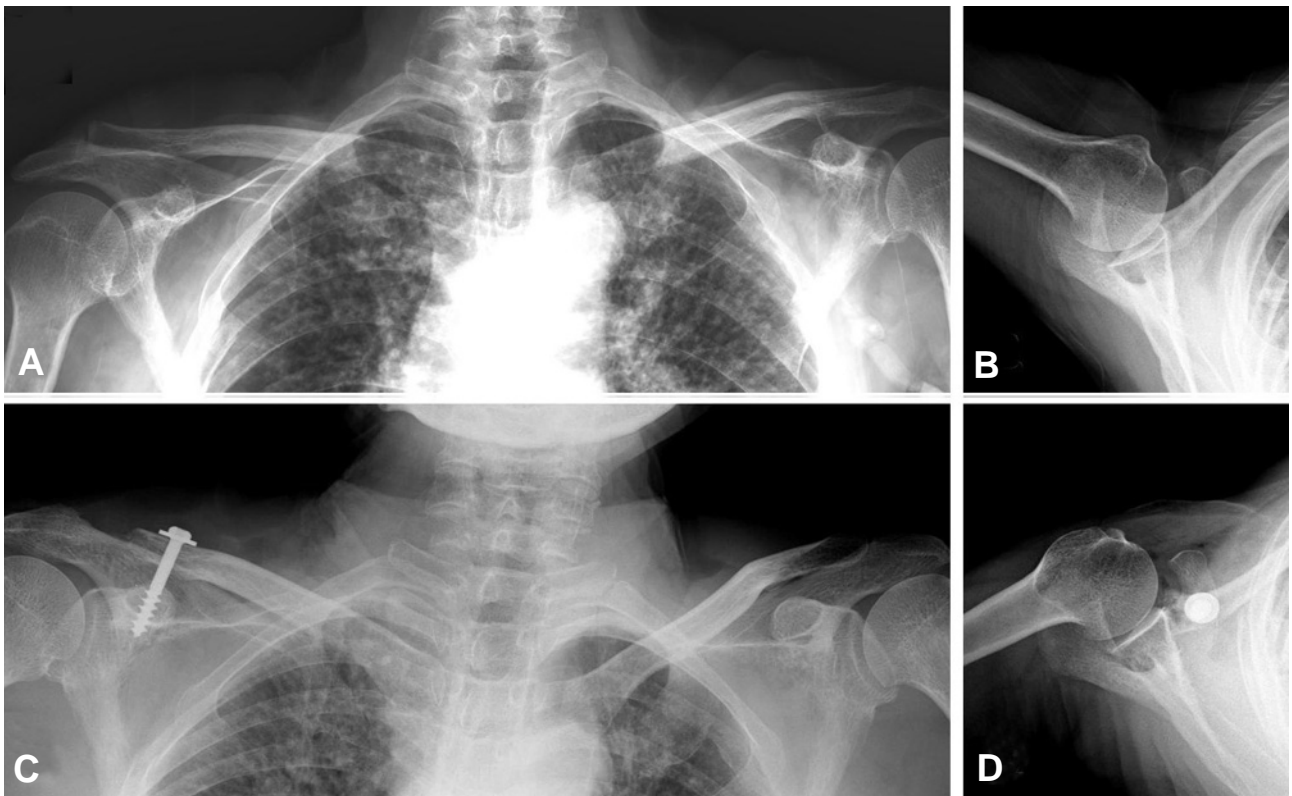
In type IV injuries, routine anteroposterior radiograph (A) was typically normal and axillary lateral radiograph (B) was essential to evaluate for posterior displacement of distal clavicle. Postoperative radiographs (C and D) show distal clavicle resection and well aligned acromioclavicular joint using the coracoclavicular screw fixation.
